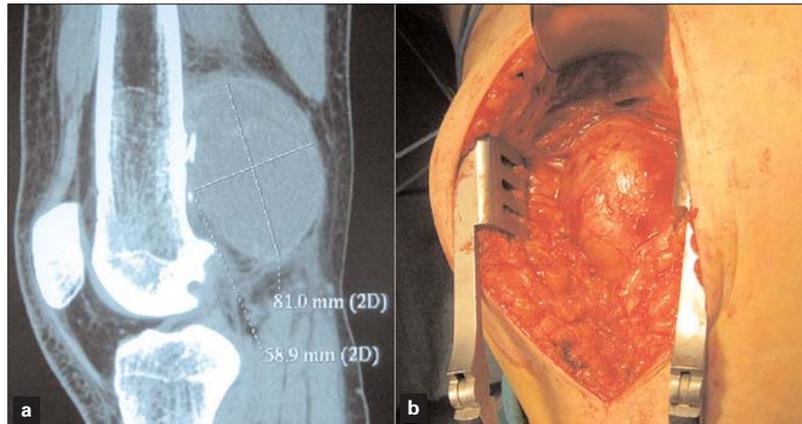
Caso 3: a) Tomografía axial computarizada sin contraste, urgente, donde se aprecian las dimensiones del pseudoaneurisma y la fractura del OC; b) Imagen intraoperatoria de la cúspide del pseudoaneurisma.
